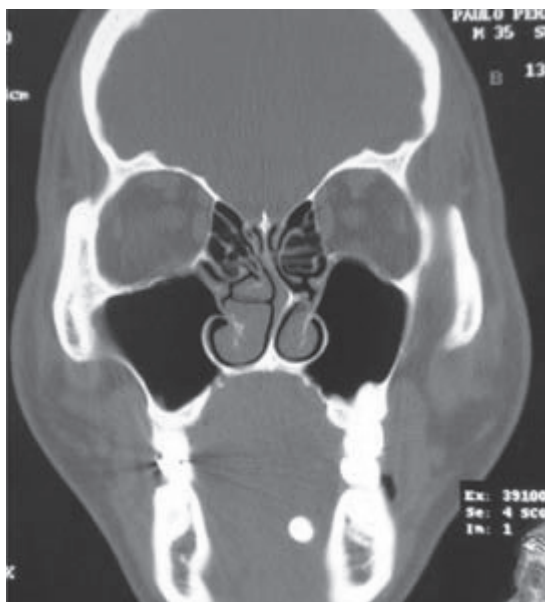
Corte coronal da TC de face demonstrando também a presença do cálculo.
